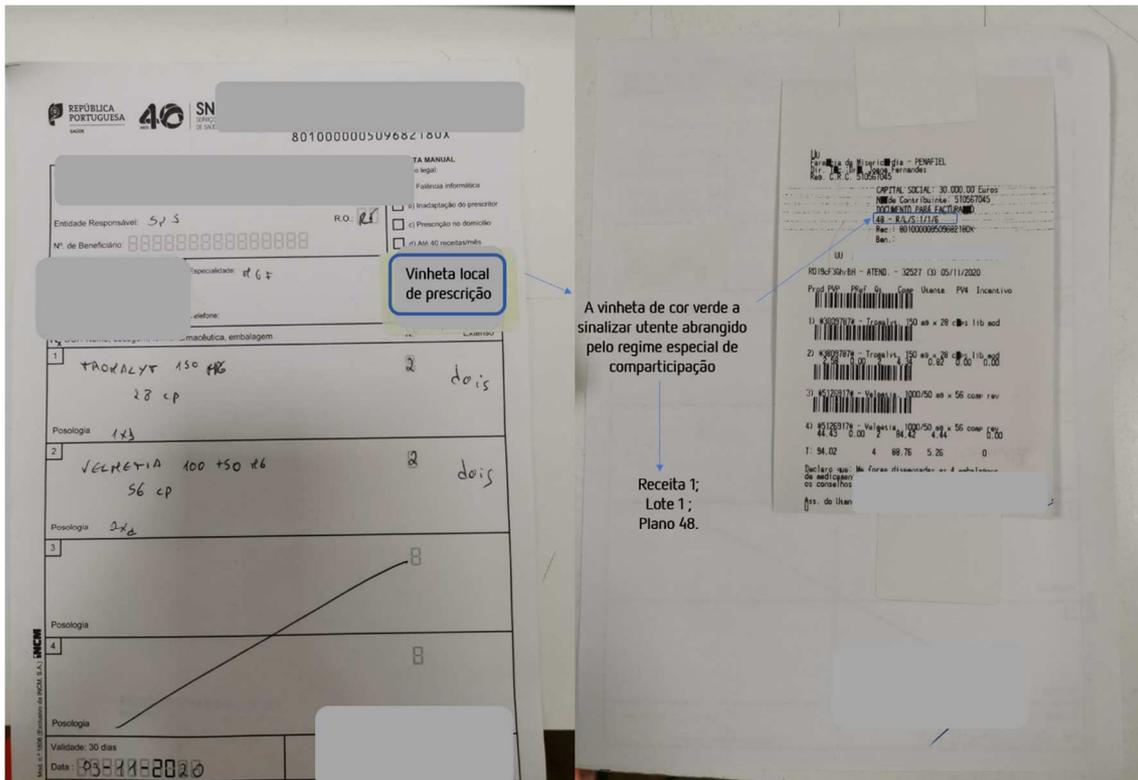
RM com vinheta do local de prescrição de cor verde.
